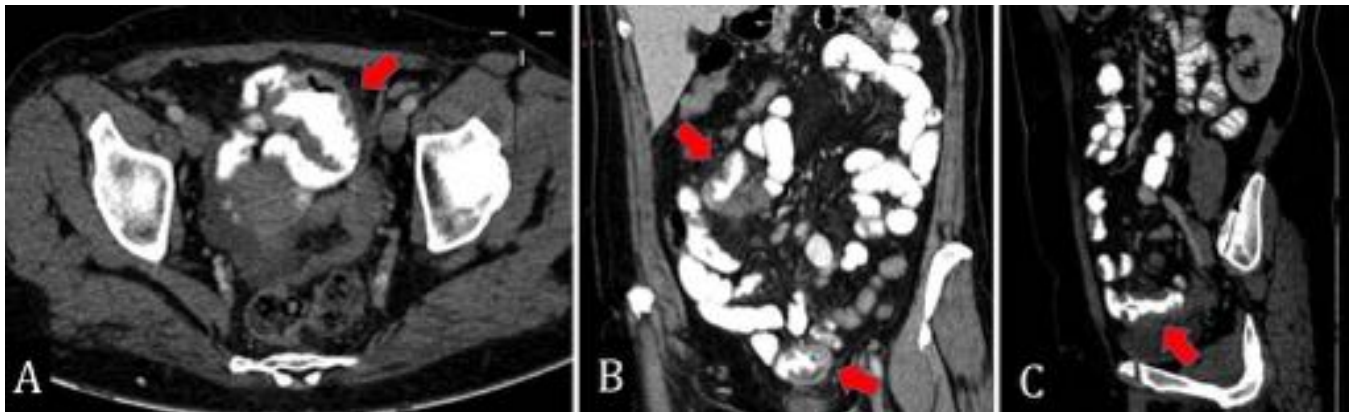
Varón de 65 años. TC abdominopélvico con CIV y oral en plano axial (A), con reconstrucciones en plano coronal (B) y sagital (C). Engrosamiento parietal concéntrico de varios segmentos de intestino delgado (íleon), de aproximadamente 5 cm de longitud, con dilatación aneurismática de la luz intestinal, que asocia adenopatías/implantes tumorales adyacente a los engrosamientos, así como a nivel mesentérico y peritoneal.
